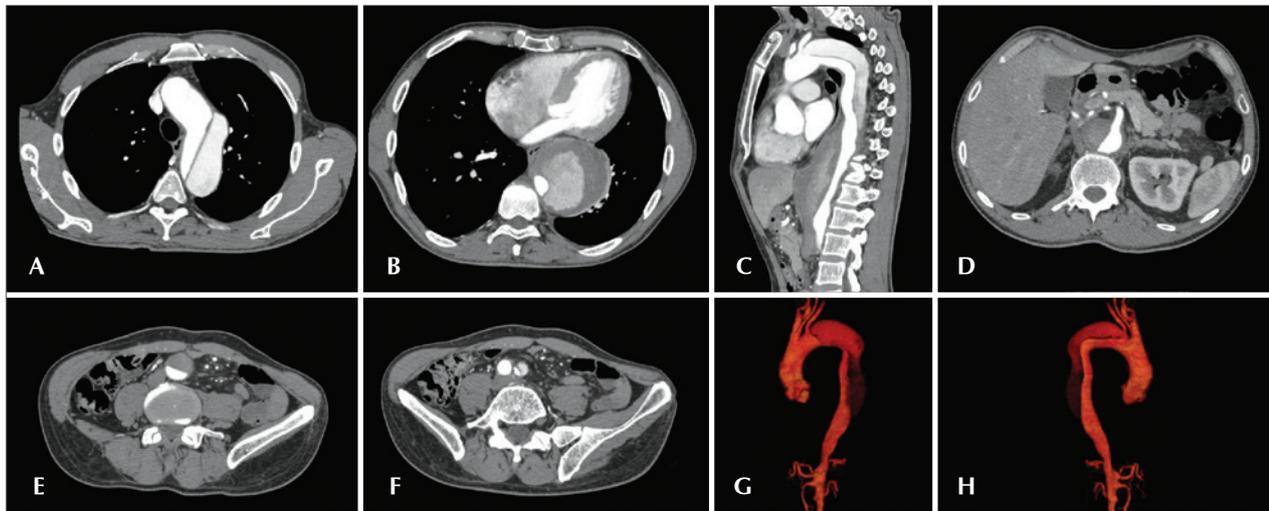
Angiotomografia com reconstrução multiplanar e tridimensional. Em A, corte axial demonstrando a porta de entrada da dissecção em origem de artéria subclávia esquerda. Em B, maior diâmetro da aorta. Em C, corte sagital. Em D, artéria mesentérica superior com origem na luz verdadeira. Em E, acometimento da aorta abdominal. Em F, dissecção em artéria íliaca esquerda. Em G, reconstrução tridimensional em oblíqua anterior esquerda. Em H, reconstrução tridimensional em oblíqua anterior direita.
